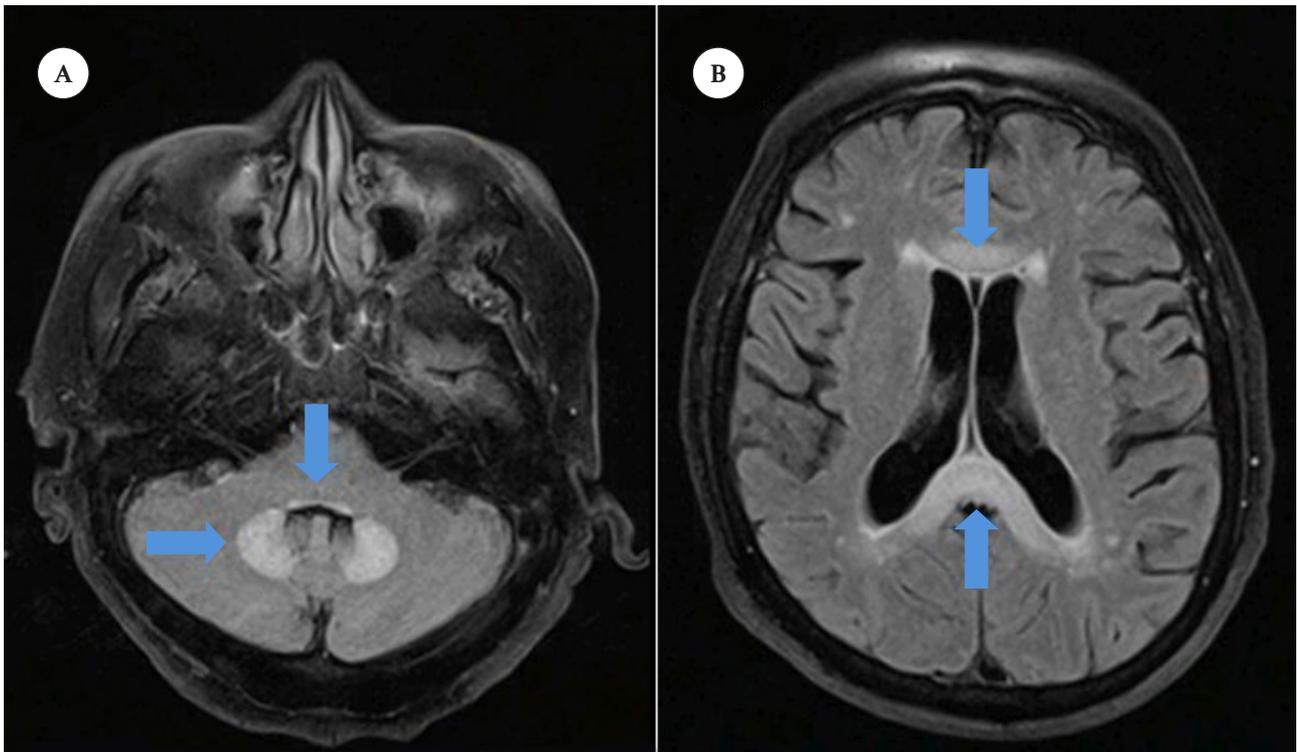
Resonancia magnética cerebral con contraste (72 días de metronidazol). A: Incremento de señal en las imágenes de secuencia T2, con efecto de brillo a través de T2 en la sustancia negra (locus níger) (flecha), la región periacueductal (mesencéfalo) (flecha), así como en los núcleos dentados (cerebelo) (flecha). B: muestra incremento de señal en secuencia T2 a nivel del cuerpo calloso a predominio del rodete.
